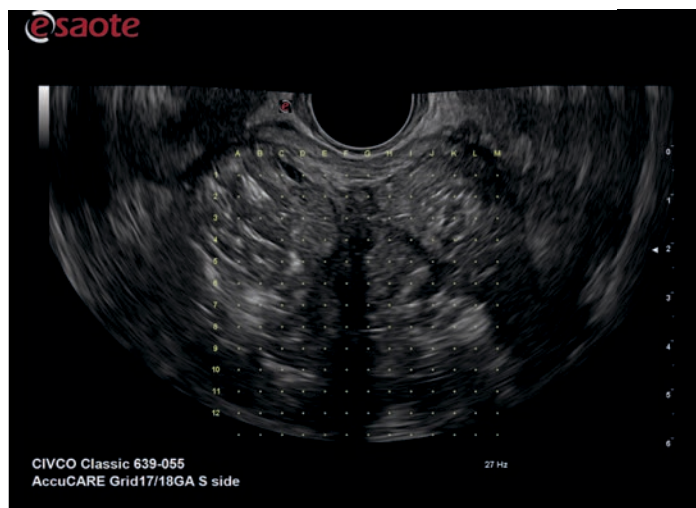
Сетка-шаблон CIVCO Classic и пример ее изображения, наложенного на УЗИ изображение.
